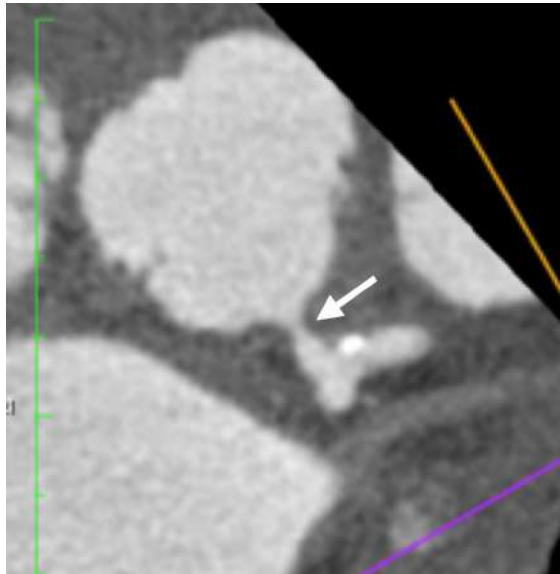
МСКТ-коронарография через 3 недели после операции David, осложнившейся тяжелой сердечно-сосудистой недостаточностью. Стрелкой указана зона стеноза главного ствола левой коронарной артерии.
